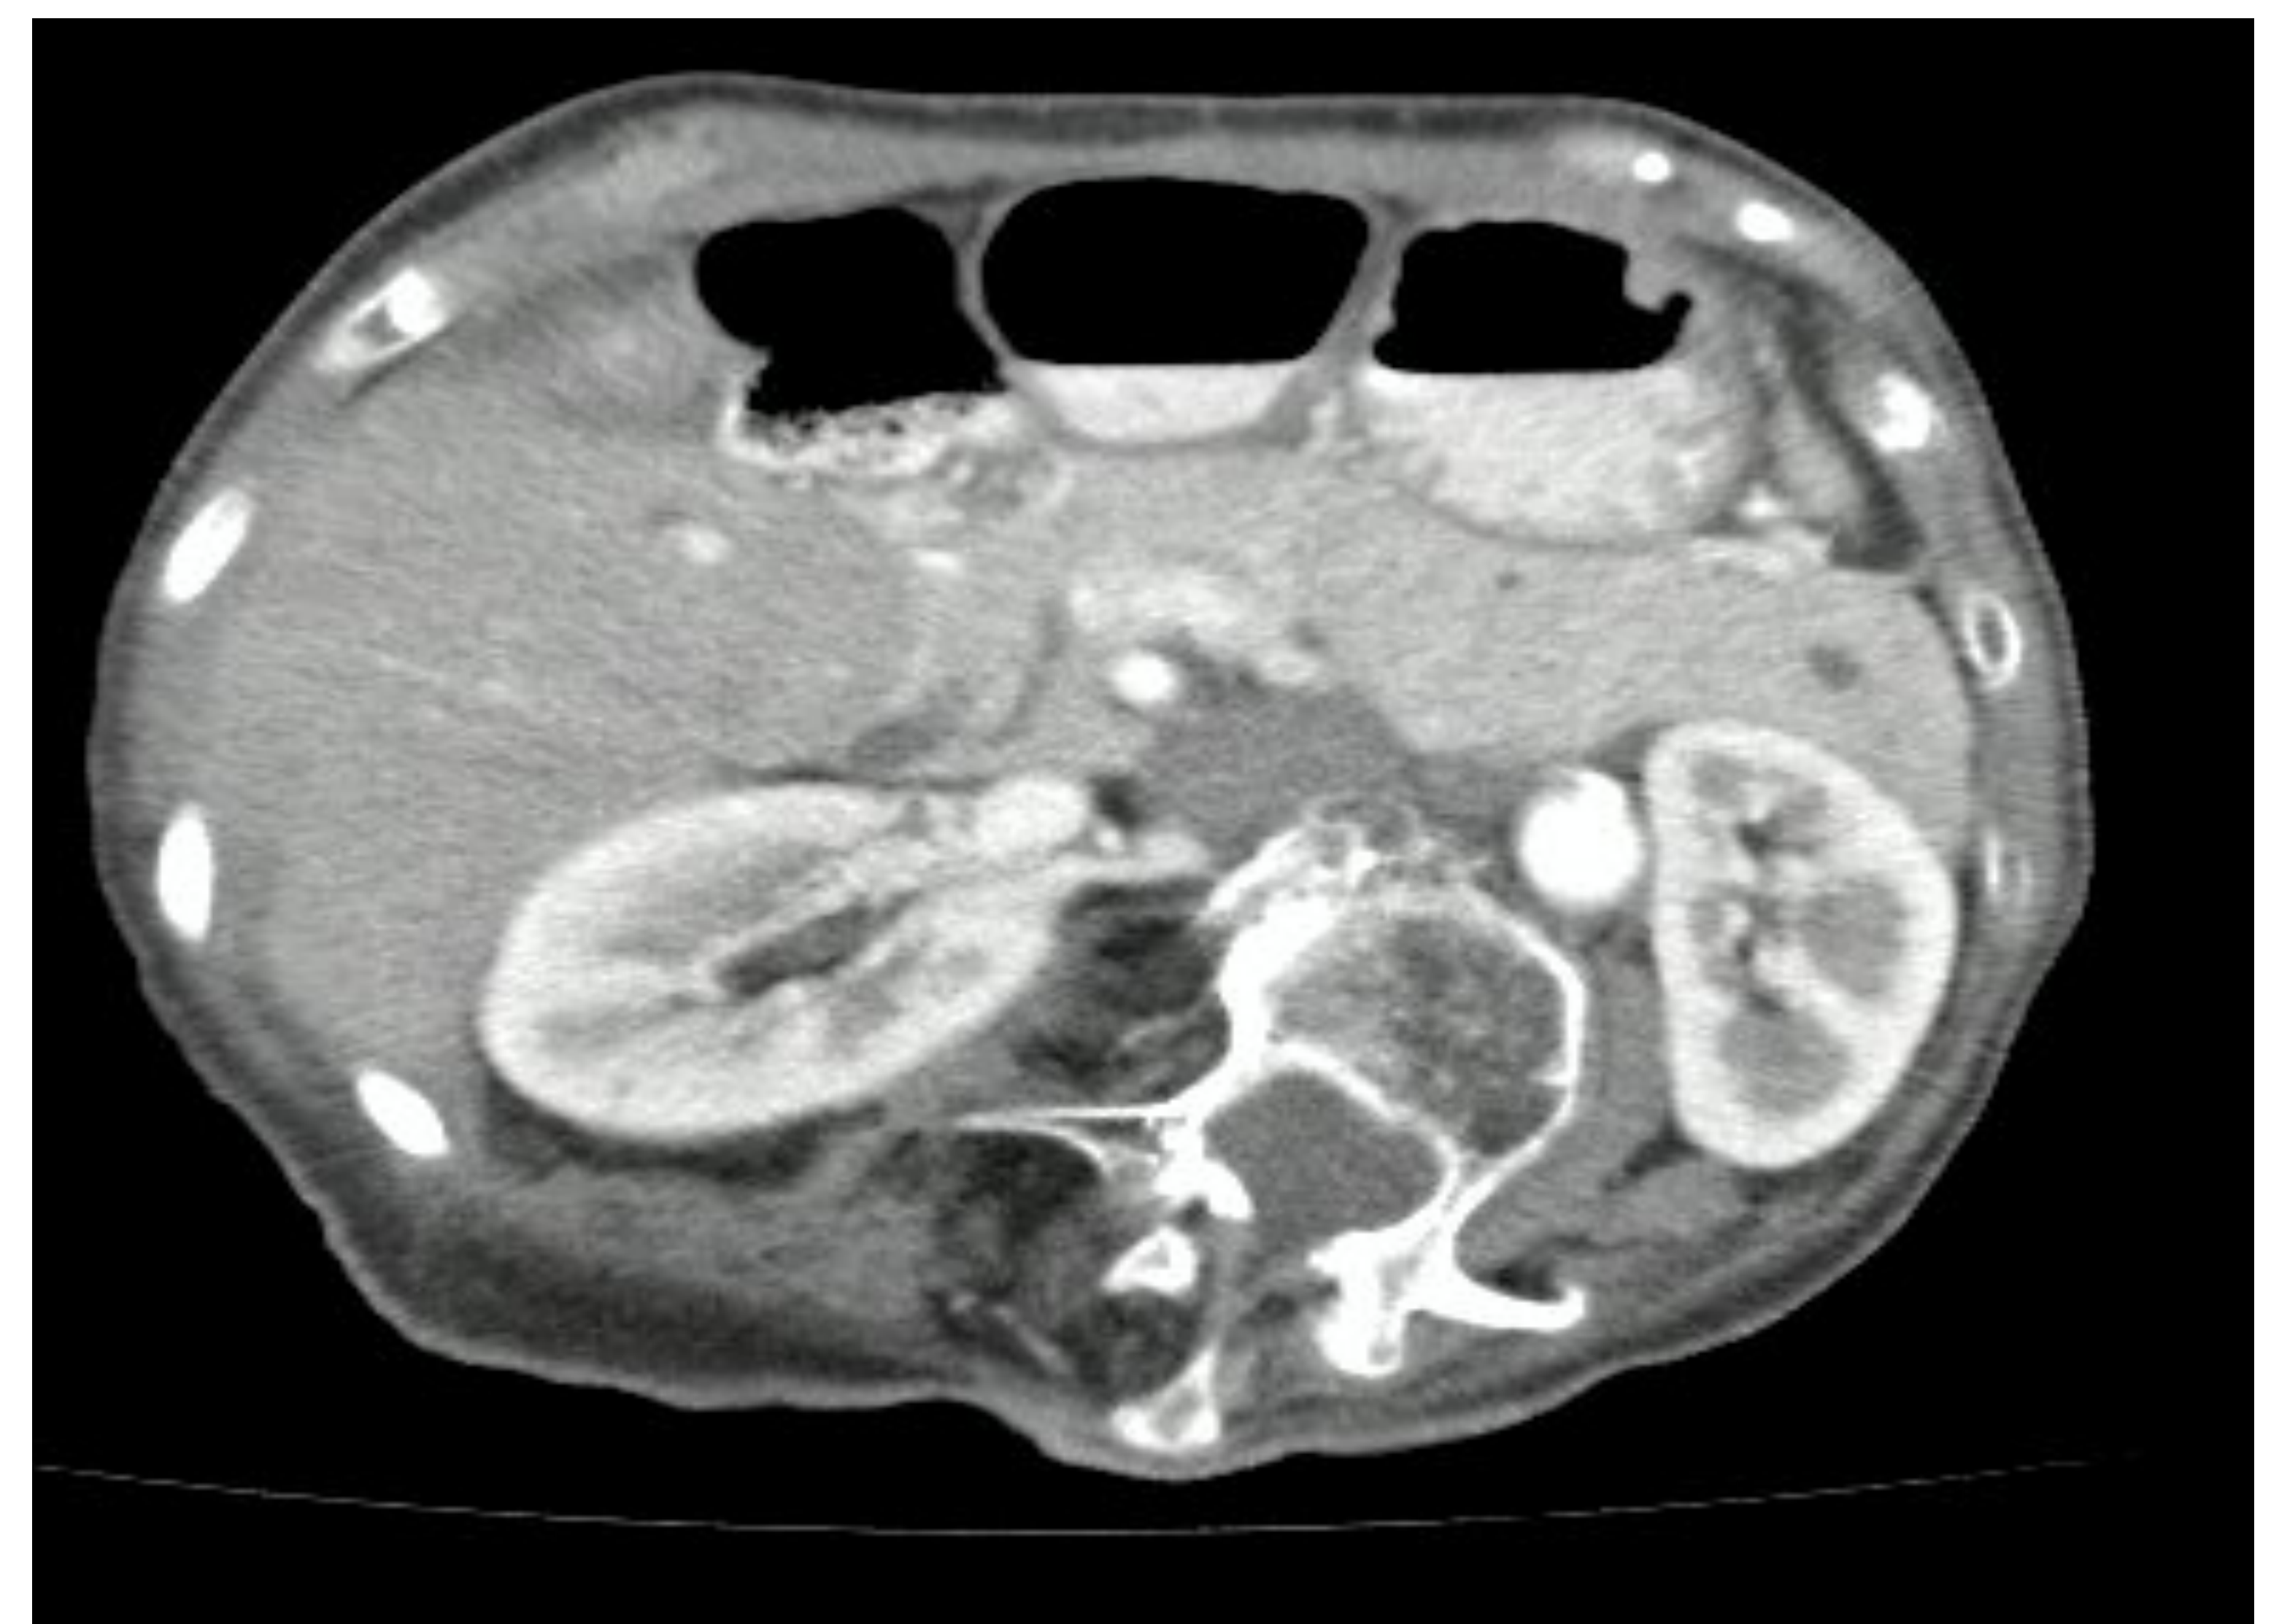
TAC Abdomen, que muestra dos lesiones hipodensas, aspecto quístico, a nivel de la cabeza del páncreas, de 6 mm, y otra en la cola de 7 mm, que presentan comunicación con ramas del conducto pancreático principal; y además se evidencia aumento en el espesor de la cola del páncreas.
